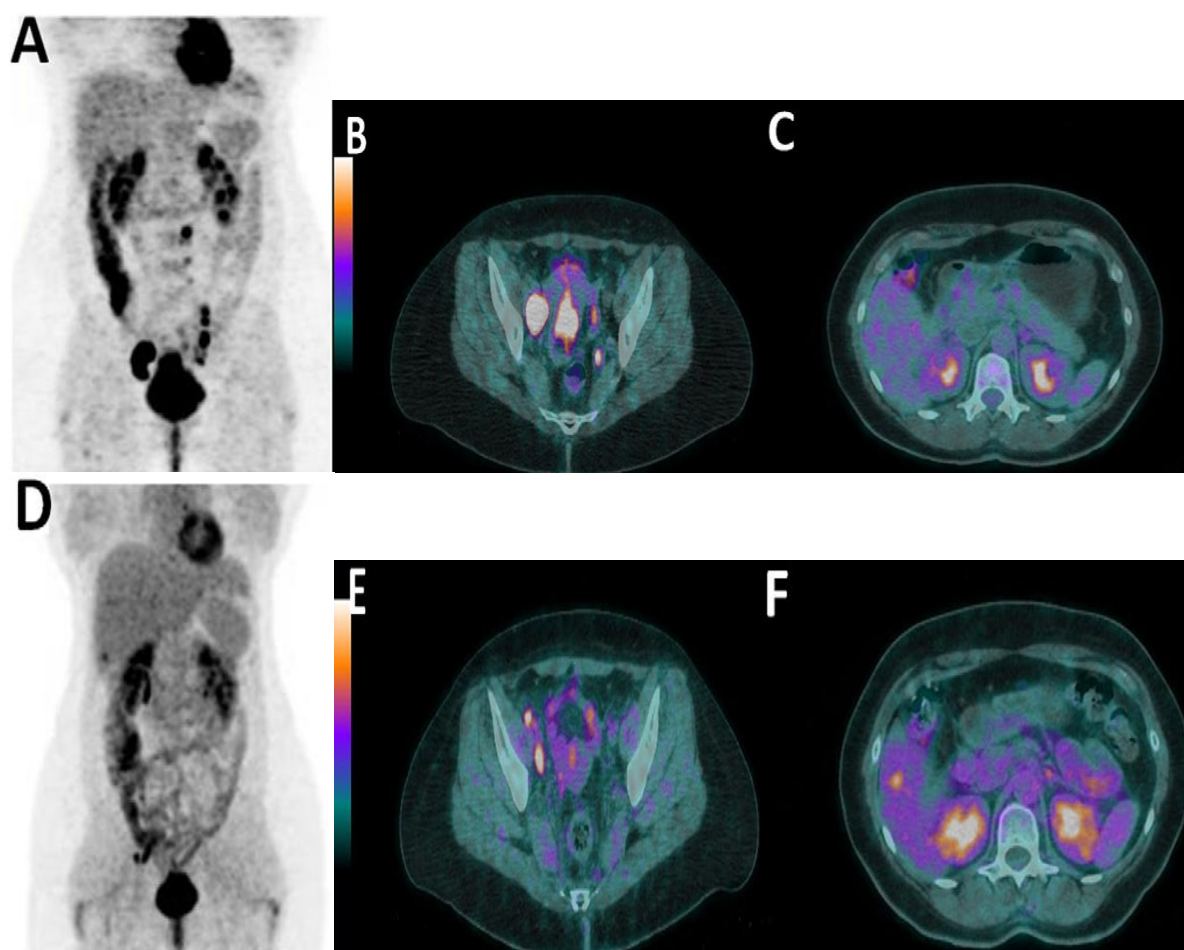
Récidive locorégionale d'un carcinome épidermoïde du col utérin. Image pré-chimio-radiothérapie montrant des adénopathies para-aortiques (A) et pelviennes (B) captant le (18F)-fluoro-désoxyglucose [(18F)-FDG], sans métastase hépatique (C). Image après chimio-radiothérapie montrant une disparition des adénopathies para-aortiques (D), une diminution des adénopathies pelviennes (E), mais l'apparition d'une nouvelle métastase hépatique captant le (18F)-FDG (F) [59]
